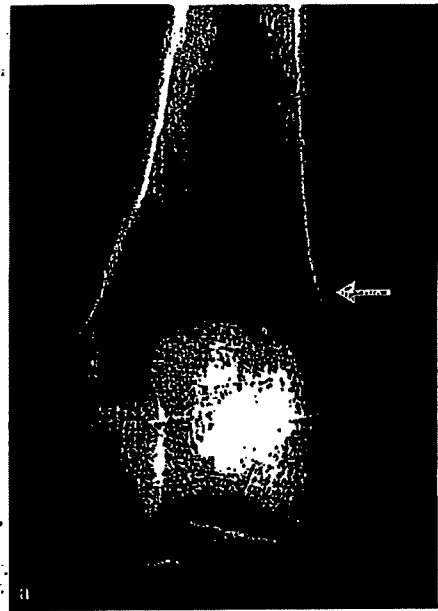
搔爬+骨移植術(大腿骨動脈瘤様骨嚢腫) a:単純X線, b:骨皮質の開窓。大腿骨遠位骨幹端部に辺縁硬化を伴わない地図状の骨吸収性病変を認める。開窓は病変全体を直視下に搔爬可能のように十分に広く行う。
